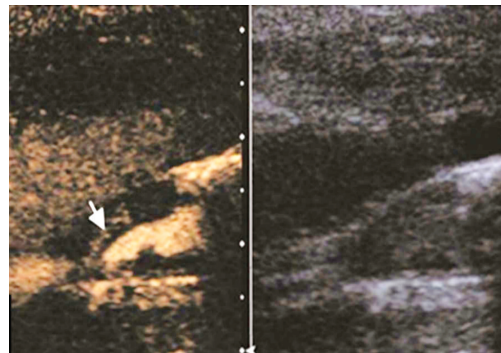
不稳定斑块组(女,52岁)超声造影图,注射造影剂后可见线状增强(箭头示)
